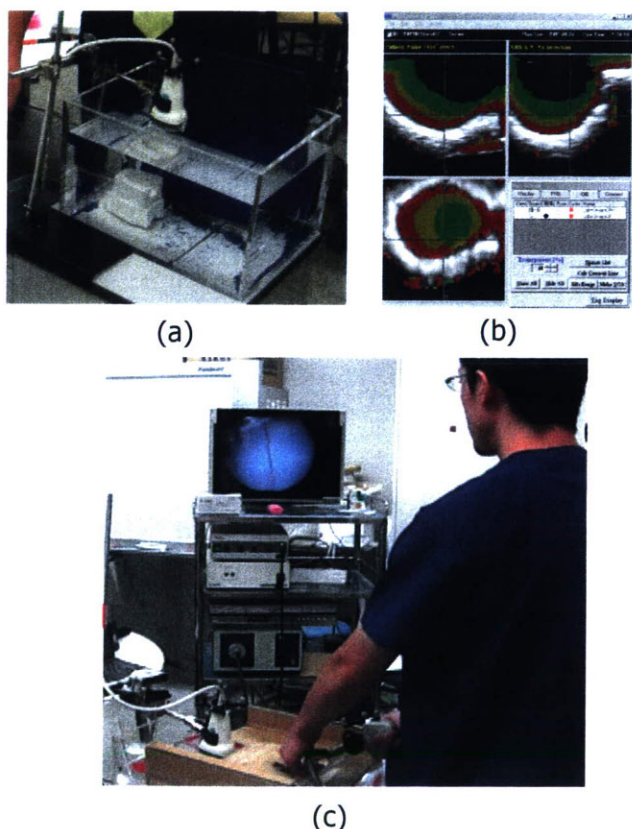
ファントム実験。(a)水槽内に設置したシリコンファントムと超音波プローブ。(b)取得した3次元超音波を読み込み、近接覚マップを生成した状態のナビゲーションシステム画面。(c) 実験の様子。医師は内視鏡画面を注視し、近接覚情報を音声にて取得している。
